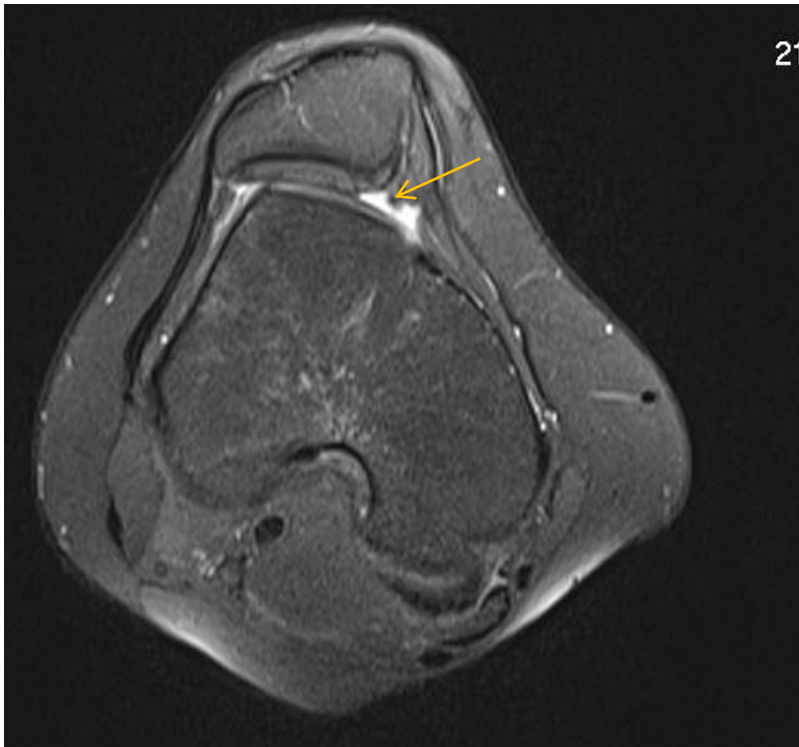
МР-томограма пацієнта з типом D медіопателлярної складки.
